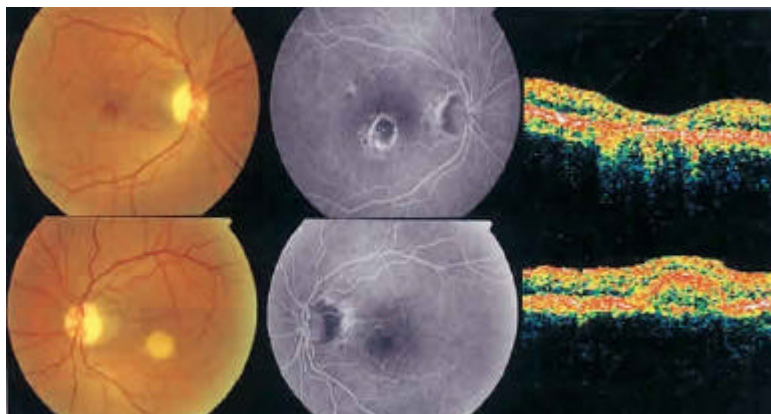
Parte superior y de izquierda a derecha: retinografía, angiografía y tomografía óptica de coherencia del OD (paciente número 4), tras haberse reabsorbido espontáneamente el depósito subfoveal. Parte inferior, retinografía, angiografía y tomografía óptica de coherencia del OI del mismo paciente.
